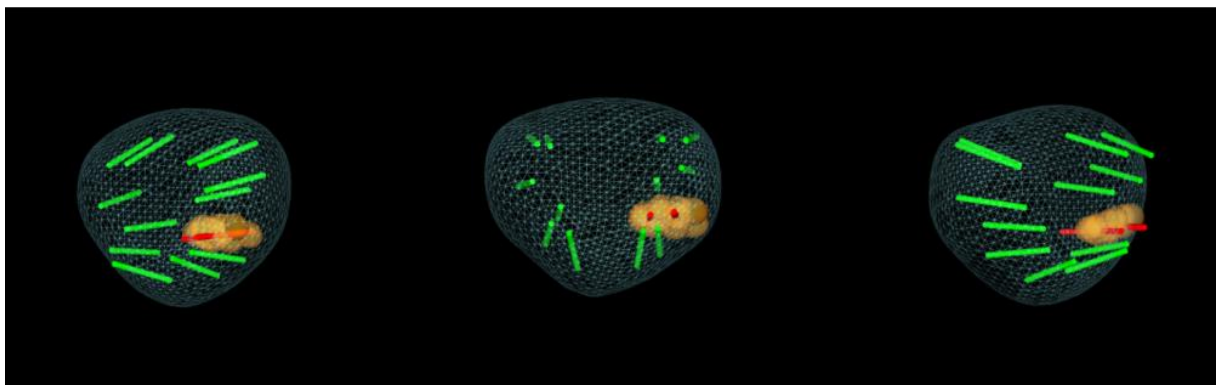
Projection des trajets des biopsies prostatiques en 3D après fusion des images (maillage : prostate ; en jaune : cible IRM ; en vert : carottes négatives et en rouge : carottes positives).(53)
